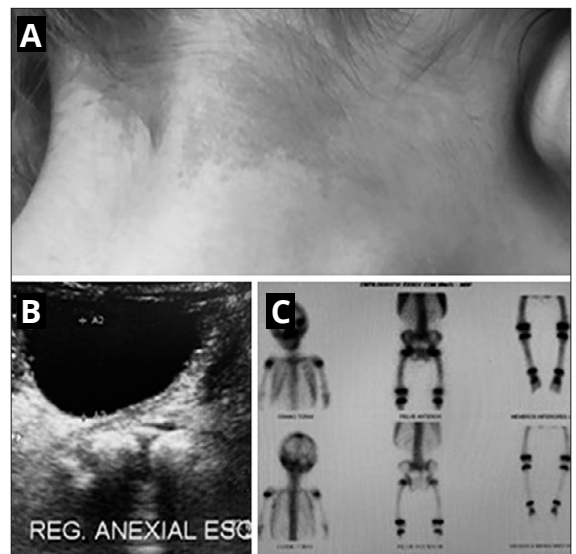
A) Mancha cutánea café con leche en el abdomen. B) Ecografía pélvica con ovario izquierdo con quiste de 3.0 cm de diámetro y ovario derecho con quiste de 1.5 cm. C) Centellograma óseo con alteraciones en órbita derecha y maxilar derecho.
